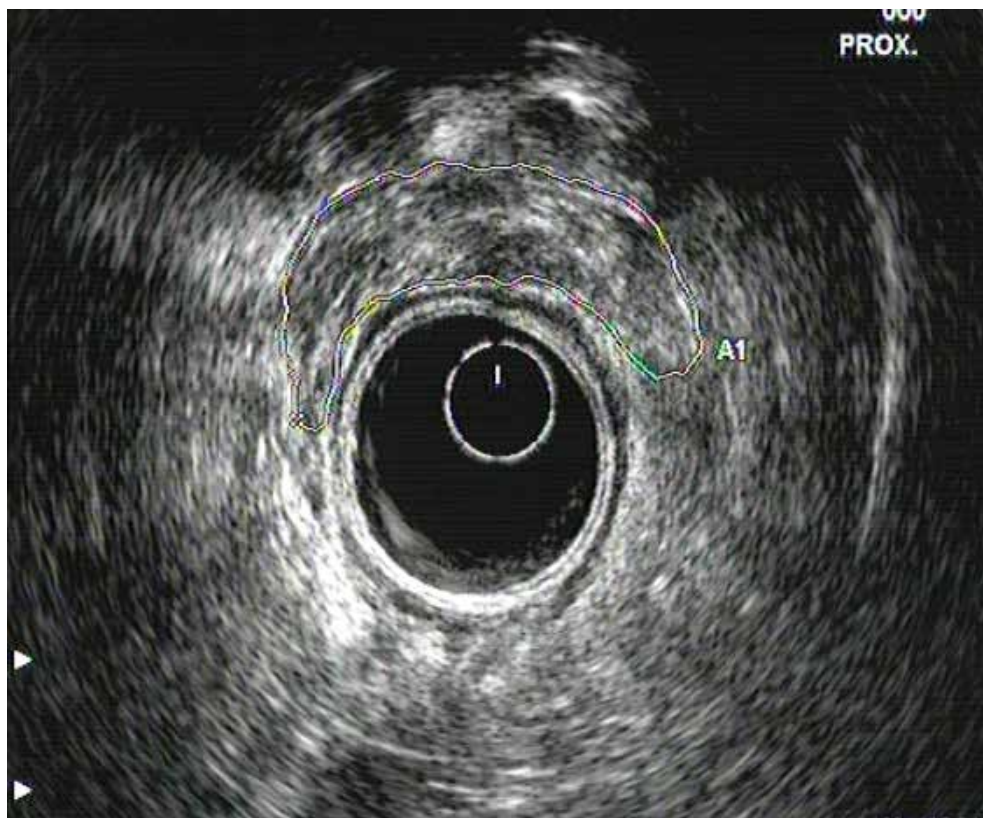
Ecografía endorrectal. Enero 2014. Disminución de la masa en cara anterior rectal, que parece extrínseca a la luz intestinal, no dependiendo ni contactando con mucosa en ningún punto.
